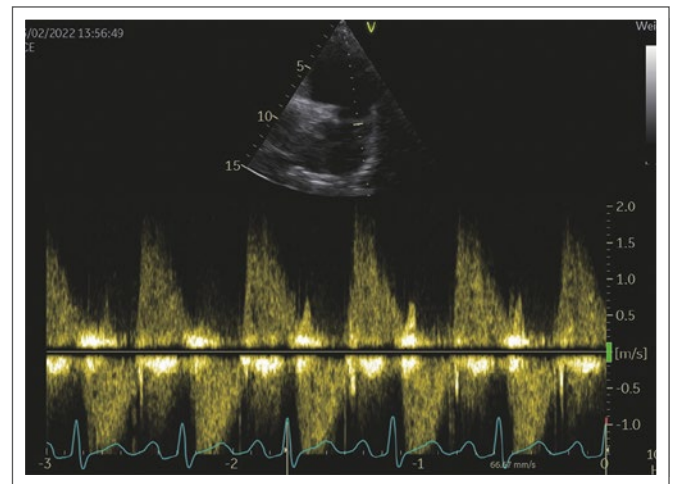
PSAX, CW-Doppler über der Pulmonalklappe mit dichtem, dreiecksförmigem, aber steil abfallendem Insuffizienzspektrum bei schwerer Pulmonalinsuffizienz.
